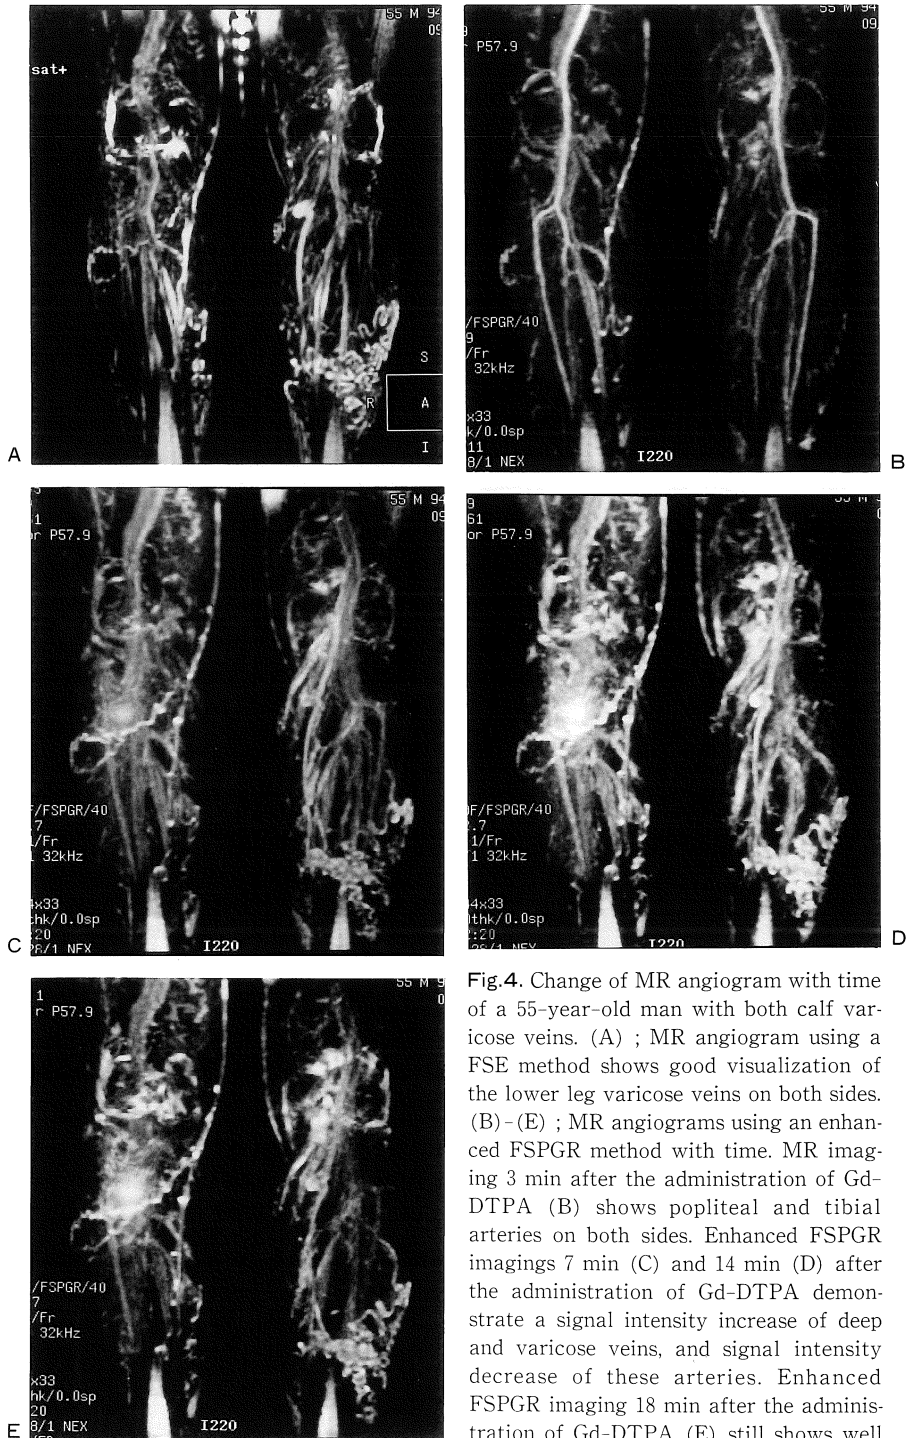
Change of MR angiogram with time of a 55-year-old man with both calf varicose veins. (A) ; MR angiogram using a FSE method shows good visualization of the lower leg varicose veins on both sides. (B) - (E) ; MR angiograms using an enhanced FSPGR method with time. MR imaging 3 min after the administration of Gd-DTPA (B) shows popliteal and tibial arteries on both sides. Enhanced FSPGR imagings 7 min (C) and 14 min (D) after the administration of Gd-DTPA demonstrate a signal intensity increase of deep and varicose veins, and signal intensity decrease of these arteries. Enhanced FSPGR imaging 18 min after the administration of Gd-DTPA (E) still shows well opacified varicose veins and poorly visualized calf deep veins.
